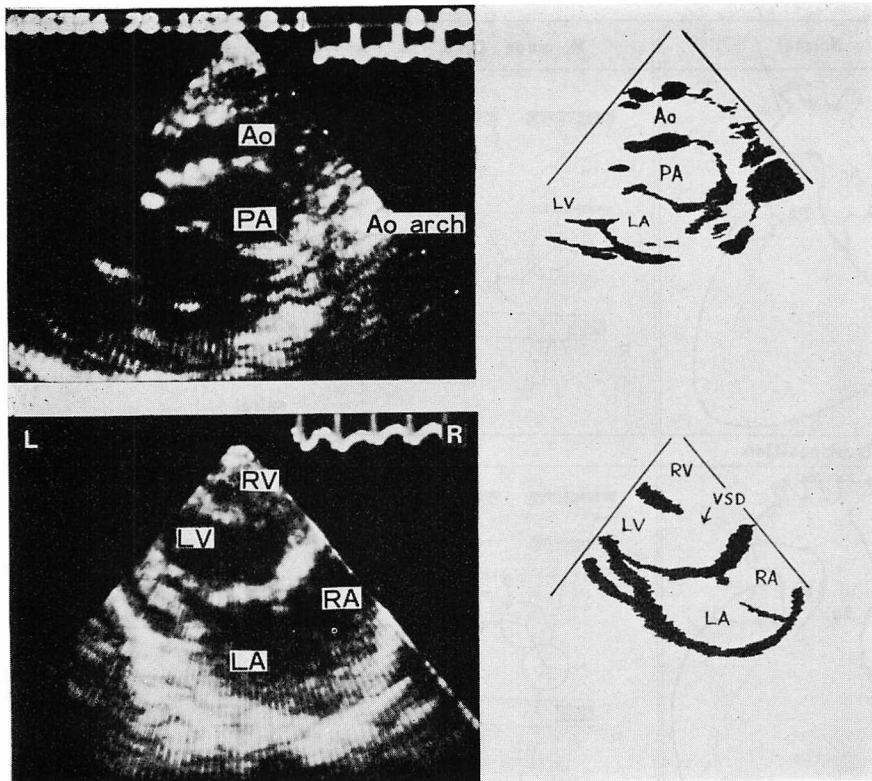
Two-dimensional echocardiograms from the same case of Fig. 9.
